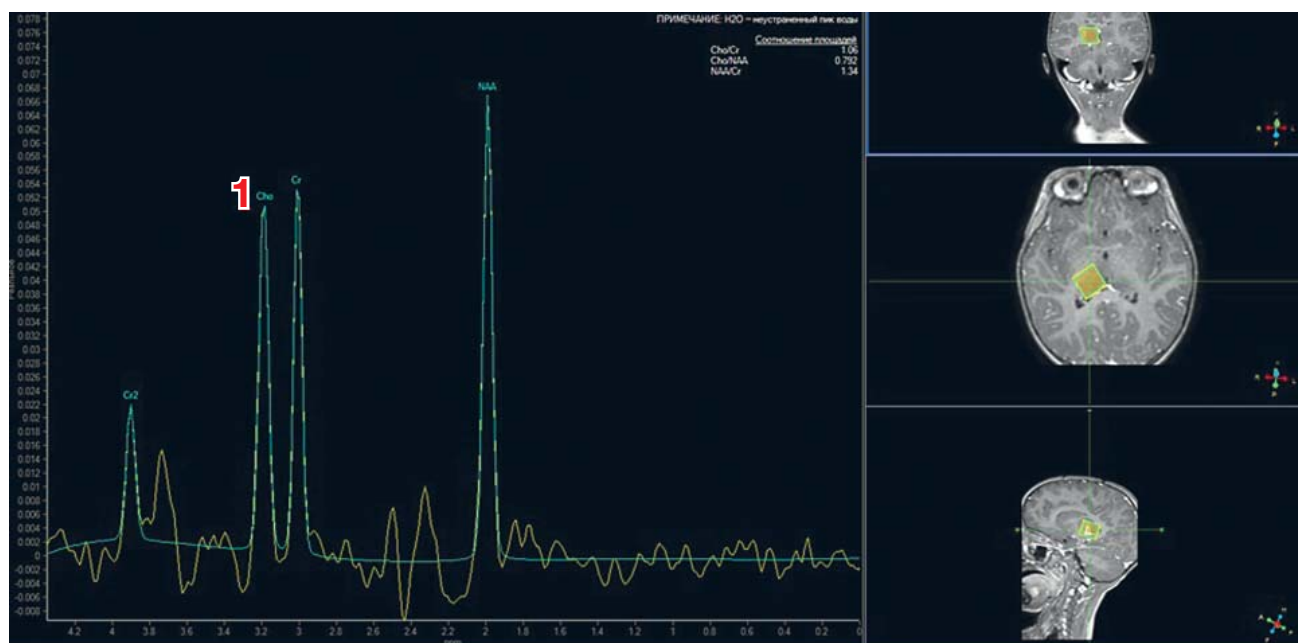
МРТ головного мозга пациентки Х., 4 года: энцефалит цитомегаловирусной этиологии, острый период заболевания
